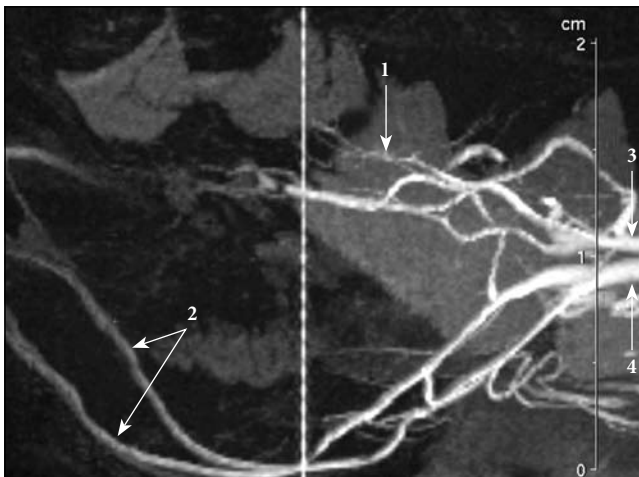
Томограмма средних мозговых артерий в сагиттальной плоскости:
